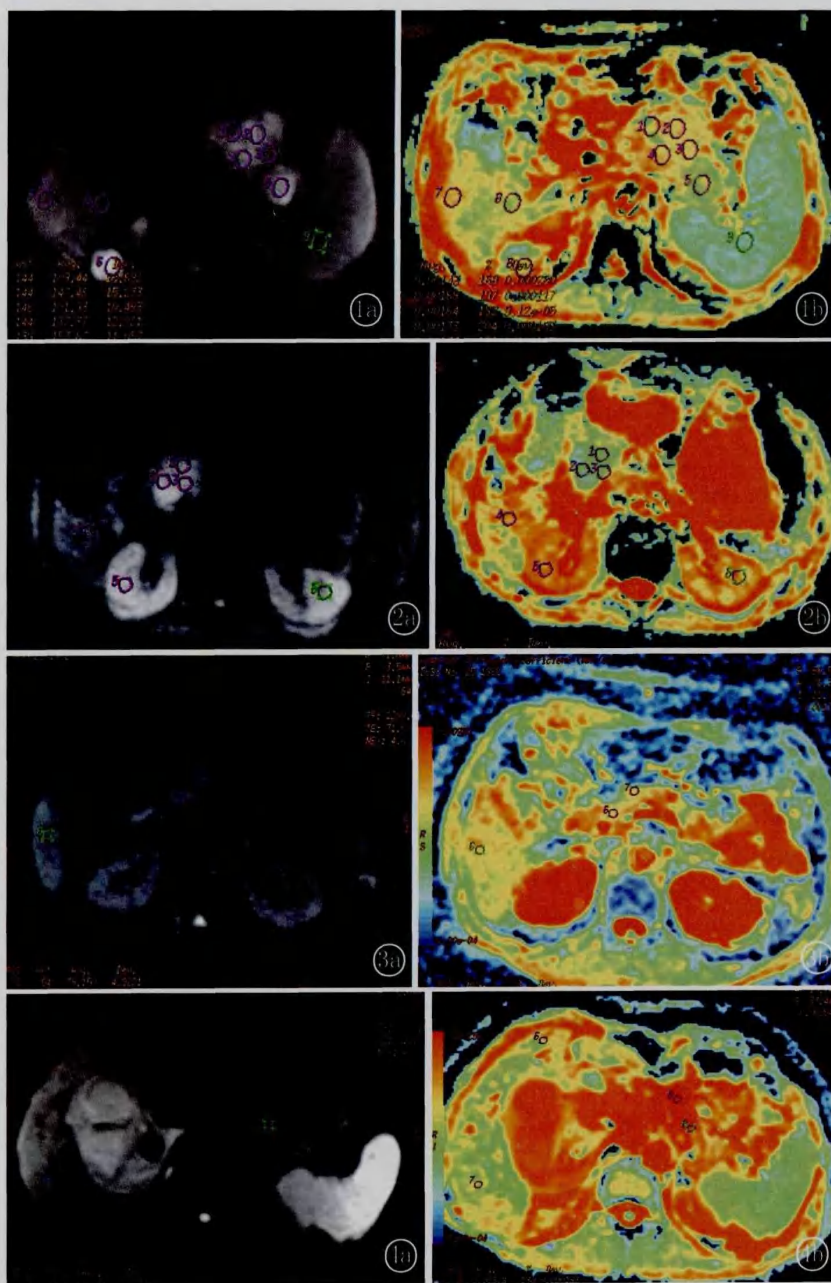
男,60 岁。胰腺体尾部癌病例 图 1a,1b 分别是 SE/EPI 序列 DWI 像、ADC 图,b 值 600s/mm<sup>2</sup>。DWI 呈高信号,ADC 值  $1.09 \times 10^{-3} \text{mm}^2/\text{s}$  图 2 男,71 岁。胰头癌 图 2a,2b 分别是 SE/EPI 序列 DWI 像、ADC 图,b 值 600s/mm<sup>2</sup>。DWI 呈明显高信号,ADC 值  $1.13 \times 10^{-3} \text{mm}^2/\text{s}$  图 3 女,48 岁。胰头、颈部肿块型胰腺炎 图 3a,3b 分别是 SE/EPI 序列 DWI 像、ADC 图,b 值 600s/mm<sup>2</sup>。DWI 呈稍高信号,ADC 值  $1.67 \times 10^{-3} \text{mm}^2/\text{s}$  图 4 女,56 岁。胰腺体尾部肿块型胰腺炎 图 4a,4b 分别是 SE/EPI 序列 DWI 像、ADC 图,b 值 600s/mm<sup>2</sup>。DWI 呈等信号,ADC 值  $2.25 \times 10^{-3} \text{mm}^2/\text{s}$
